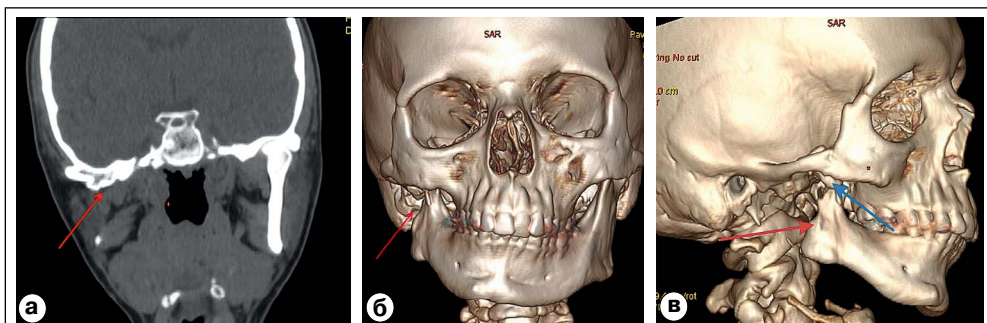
МСКТ черепа пациентки Д. при первичном обследовании: а) фронтальный срез, б) объемная реконструкция в прямой проекции (красными стрелками отмечено отсутствие ветви нижней челюсти и атрофия суставной ямки справа), в) объемная реконструкция черепа (красной стрелкой отмечено отсутствие фрагмента ветви нижней челюсти, включая головку, голубой стрелкой – атрофированный венечный отросток).
